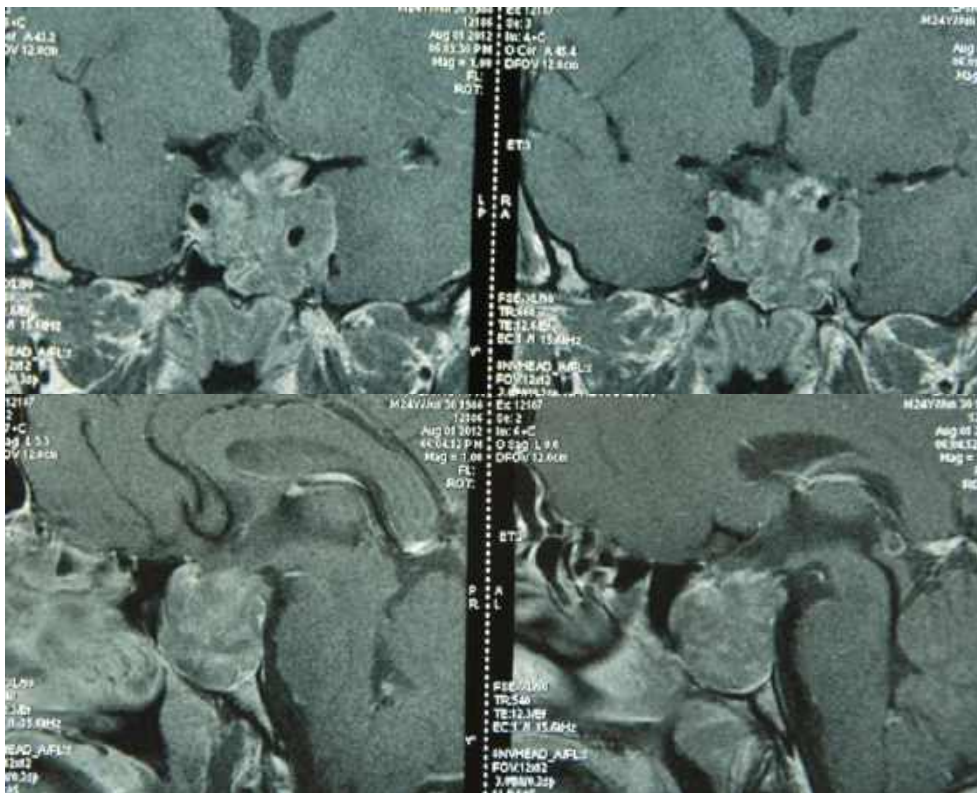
Спостереження №53. Хворий Є-ов, (історія хвороби №1625/2). МРТ після проведеного хірургічного втручання.
